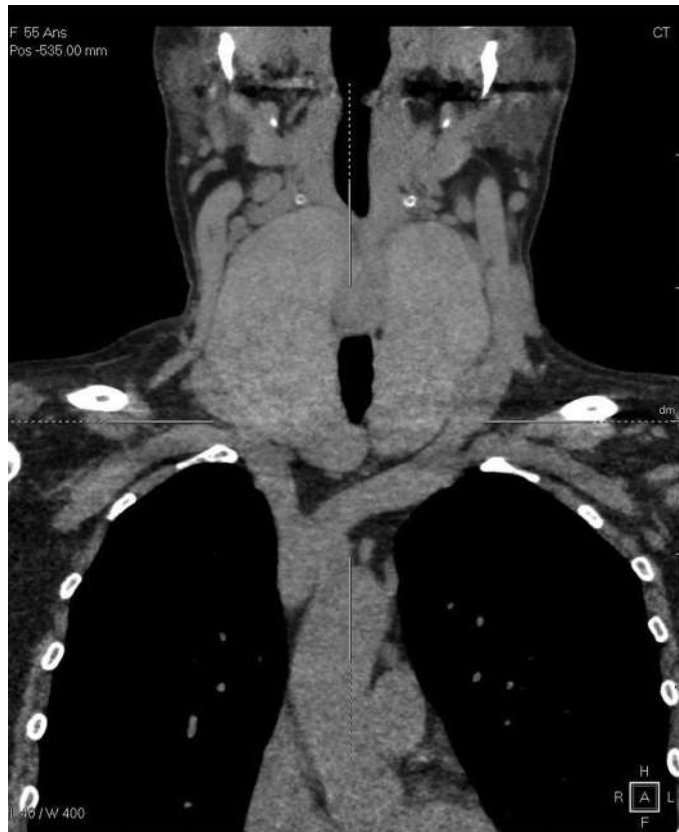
A TDM cervicothoracique, coupe frontale : volumineux goitre bilatéral légèrement plongeant refoulant en externe les vaisseaux du cou.
